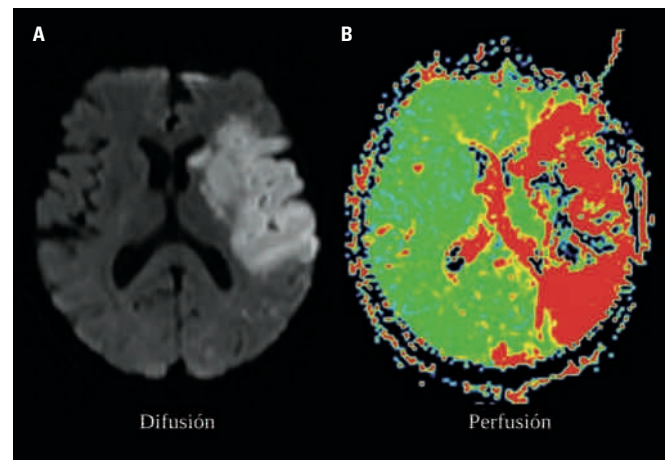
Resonancia magnética cerebral (corte axial) en paciente con infarto de arteria cerebral media. A. Lesión hiperintensa en secuencia de difusión (DWI). B. Área de hipoperfusión en secuencia de perfusión (PI). La diferencia entre el área de lesión en PI y DWI se correspondería con un tejido potencialmente recuperable.
